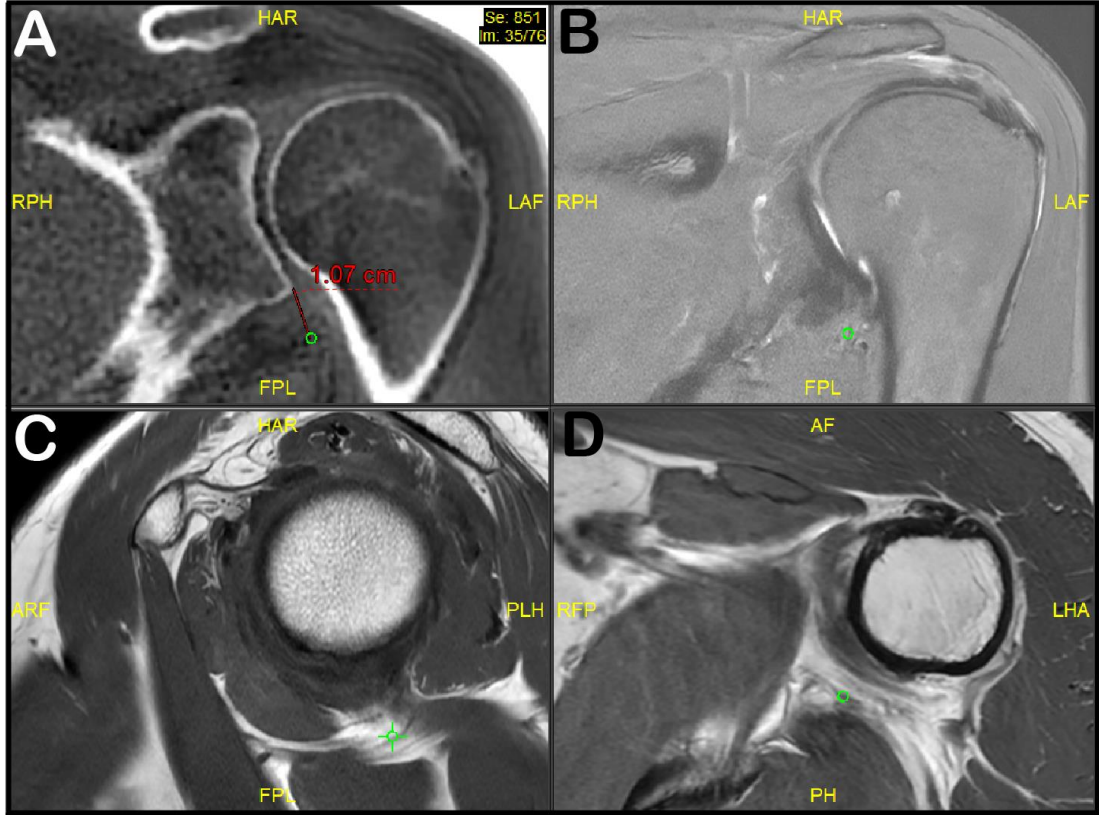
Yaklaştırma ayarı yapıldıktan sonraki ekran görüntüsü. Sinirlerin seyri ile ilgili değerlendirmeler ve ölçümler 1x veya 2x yaklaştırma ayarı kullanılarak yapıldı. A; koronal SEZ, B; yağ baskılı koronal T2A, C; sagittal T1A, D; aksiyel PDA görüntüleri (SEZ-MRG 1x, diğer sekanslar 2x yaklaştırma ayarında)
